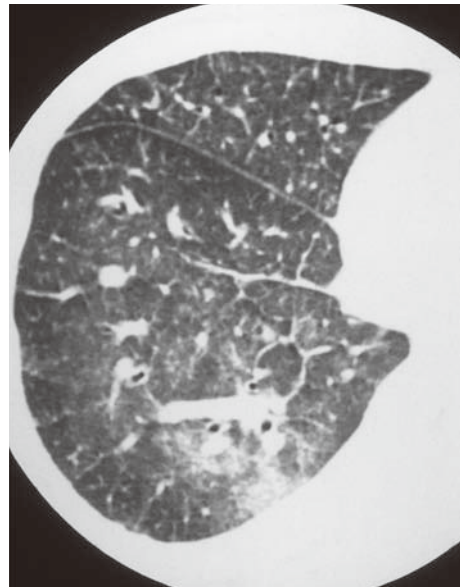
Isoniazid-induced pneumonitis in a 45-year-old woman. HRCT shows patchy ground-glass opacity with interlobular septal lines and centrilobular nodules.
